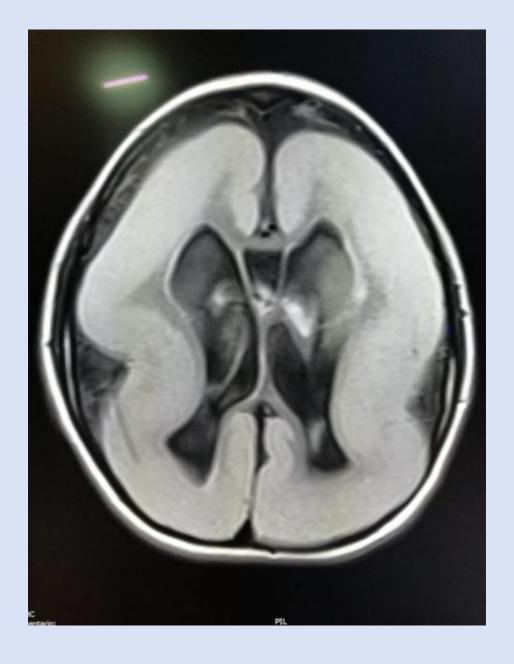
Secuencia FLAIR, corte axial, en donde Visualizamon engrosamiento cortical difuso, ausencia de giros, la sustancia blanca se muestra Adelgazada, y los ventrículos dilatados.
